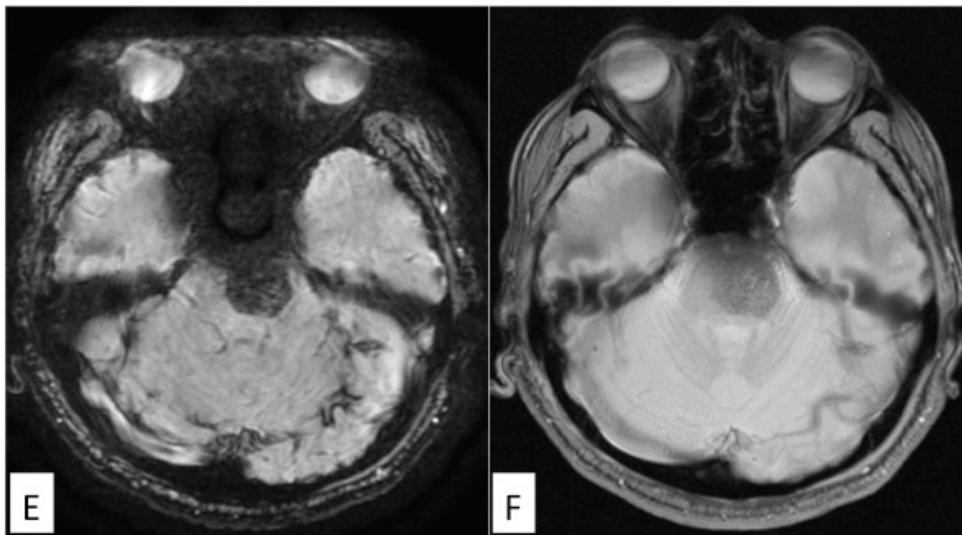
E,F; MRI, axial view, SWAN(E), T2*WI(MERGE)(F).
